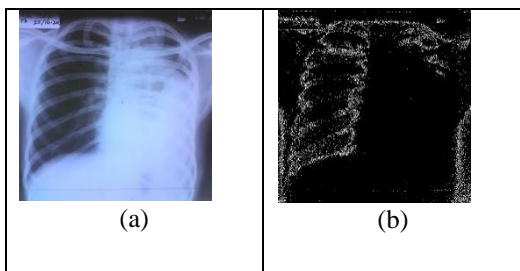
Hasil simulasi pengolahan citra rontgen penyakit pleuritis
